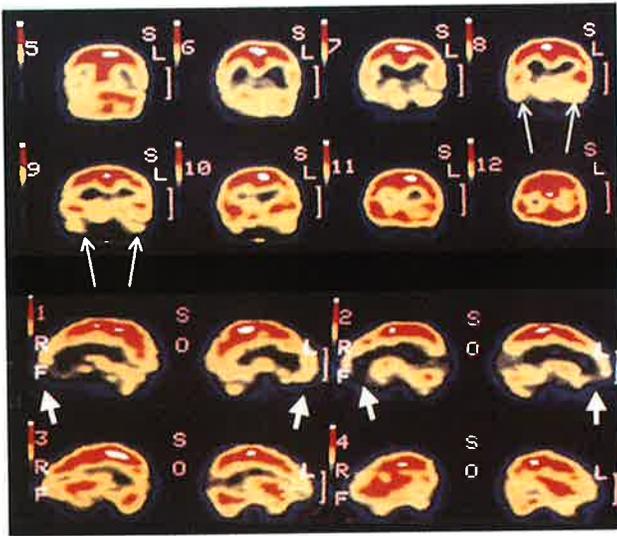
SPECT cerebral de perfusión en pacientes GdT sin tratamiento. Nótese la hipoperfusión de ambos lóbulos temporales en los cortes coronales (flechas largas) y de la región frontal anterior medial, principalmente orbitofrontal (flechas cortas).
